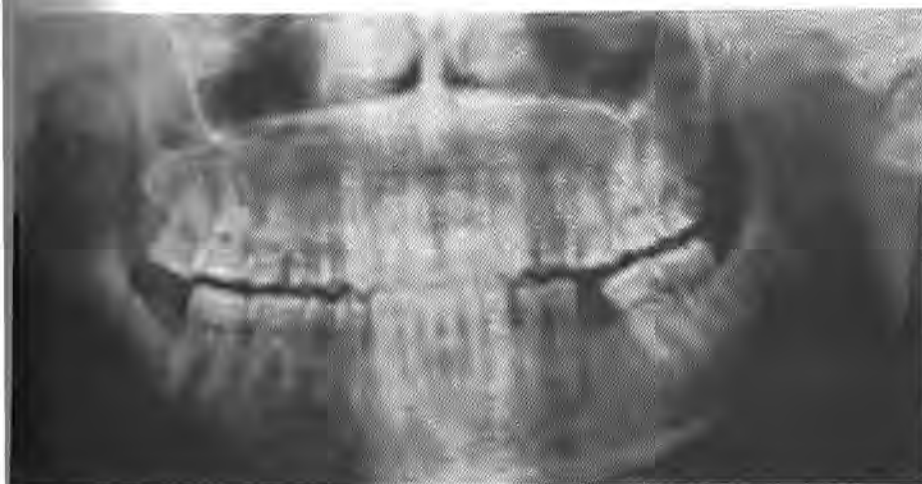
Radiografía de frente del maxilar inferior (ortopantografía)
